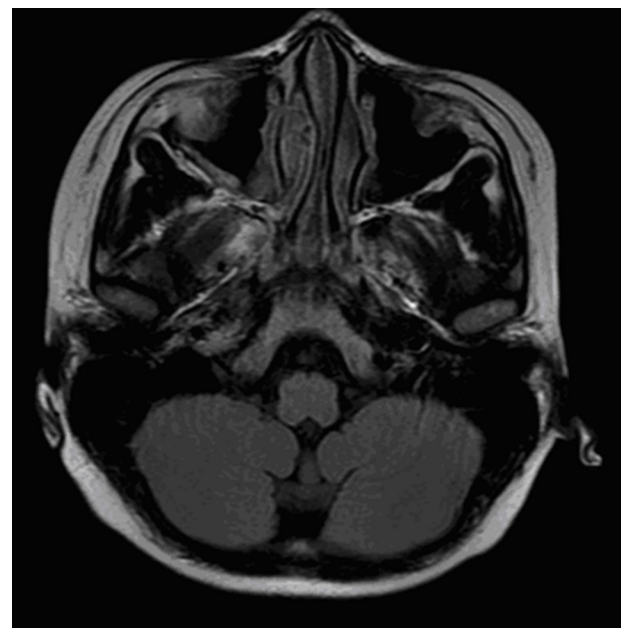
Resonancia magnética craneal: ocupación de celdillas etmoidales predominantemente derechas; engrosamiento mucoso maxilar bilateral.
